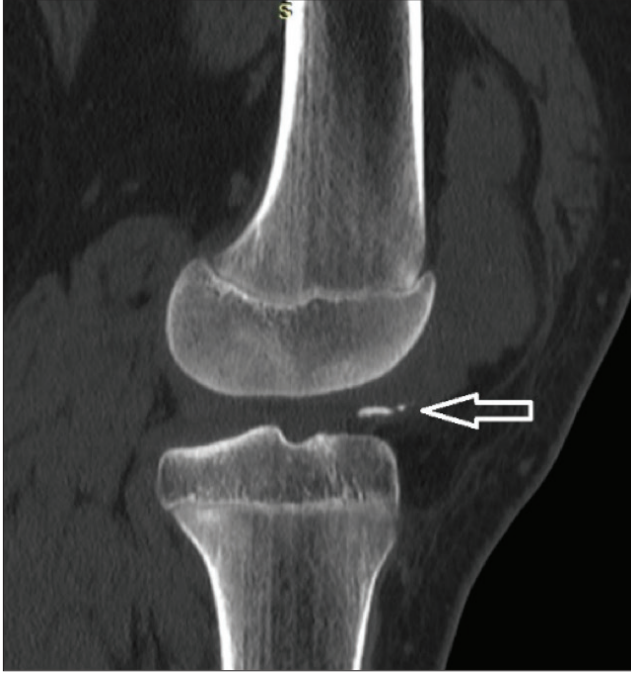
Lateral sol diz grafisinde osteokondral kırık görüntüsü (beyaz ok).
